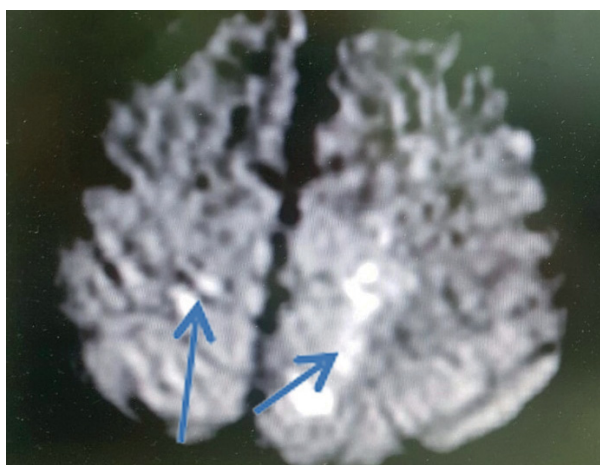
МРТ головного мозга, режим DWI. Очаги ишемии в правой и левой теменных долях (отмечены стрелками).
